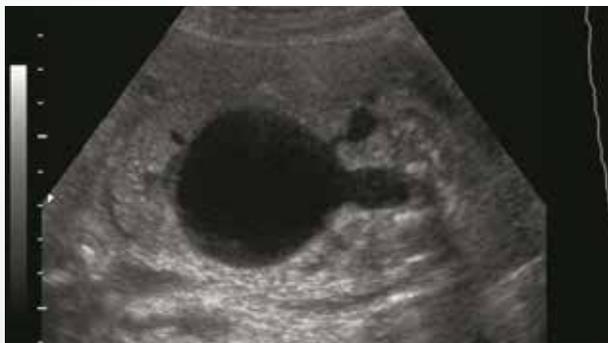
Ultrassonografia evidenciando megabexiga e dilatação da uretra proximal, características da válvula de uretra posterior (VUP).
